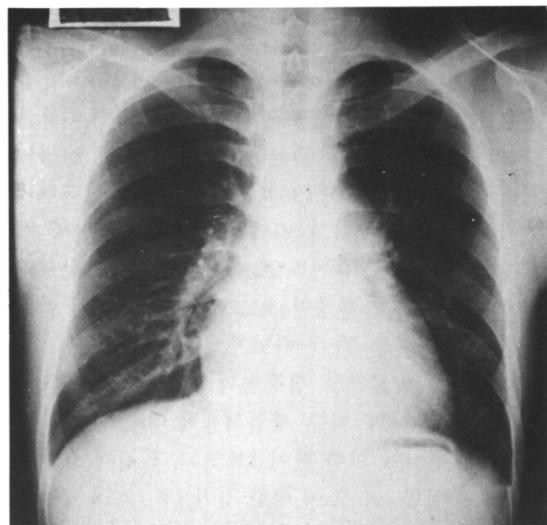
Chest X-ray shows cardiomegaly and prominent pulmonary conus.
